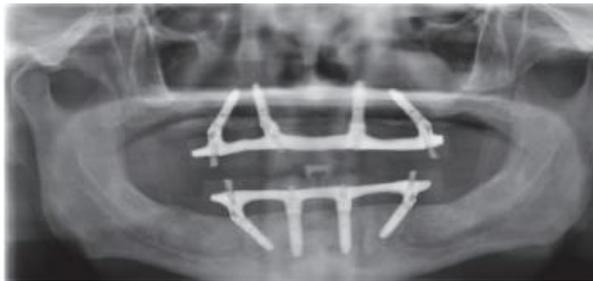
Orthopantomogramme d'un patient porteur d'une réhabilitation complète implanto-portée. (Combes 2018)
